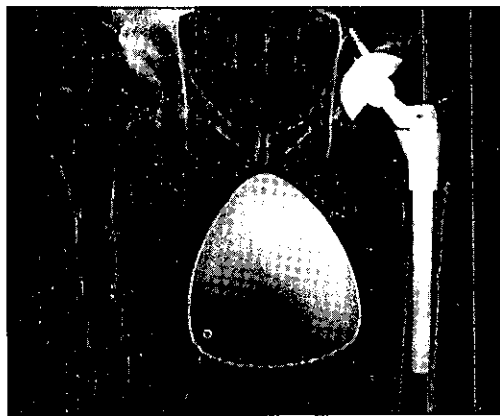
症例2、28歳、男性。単純X線両股正面。
